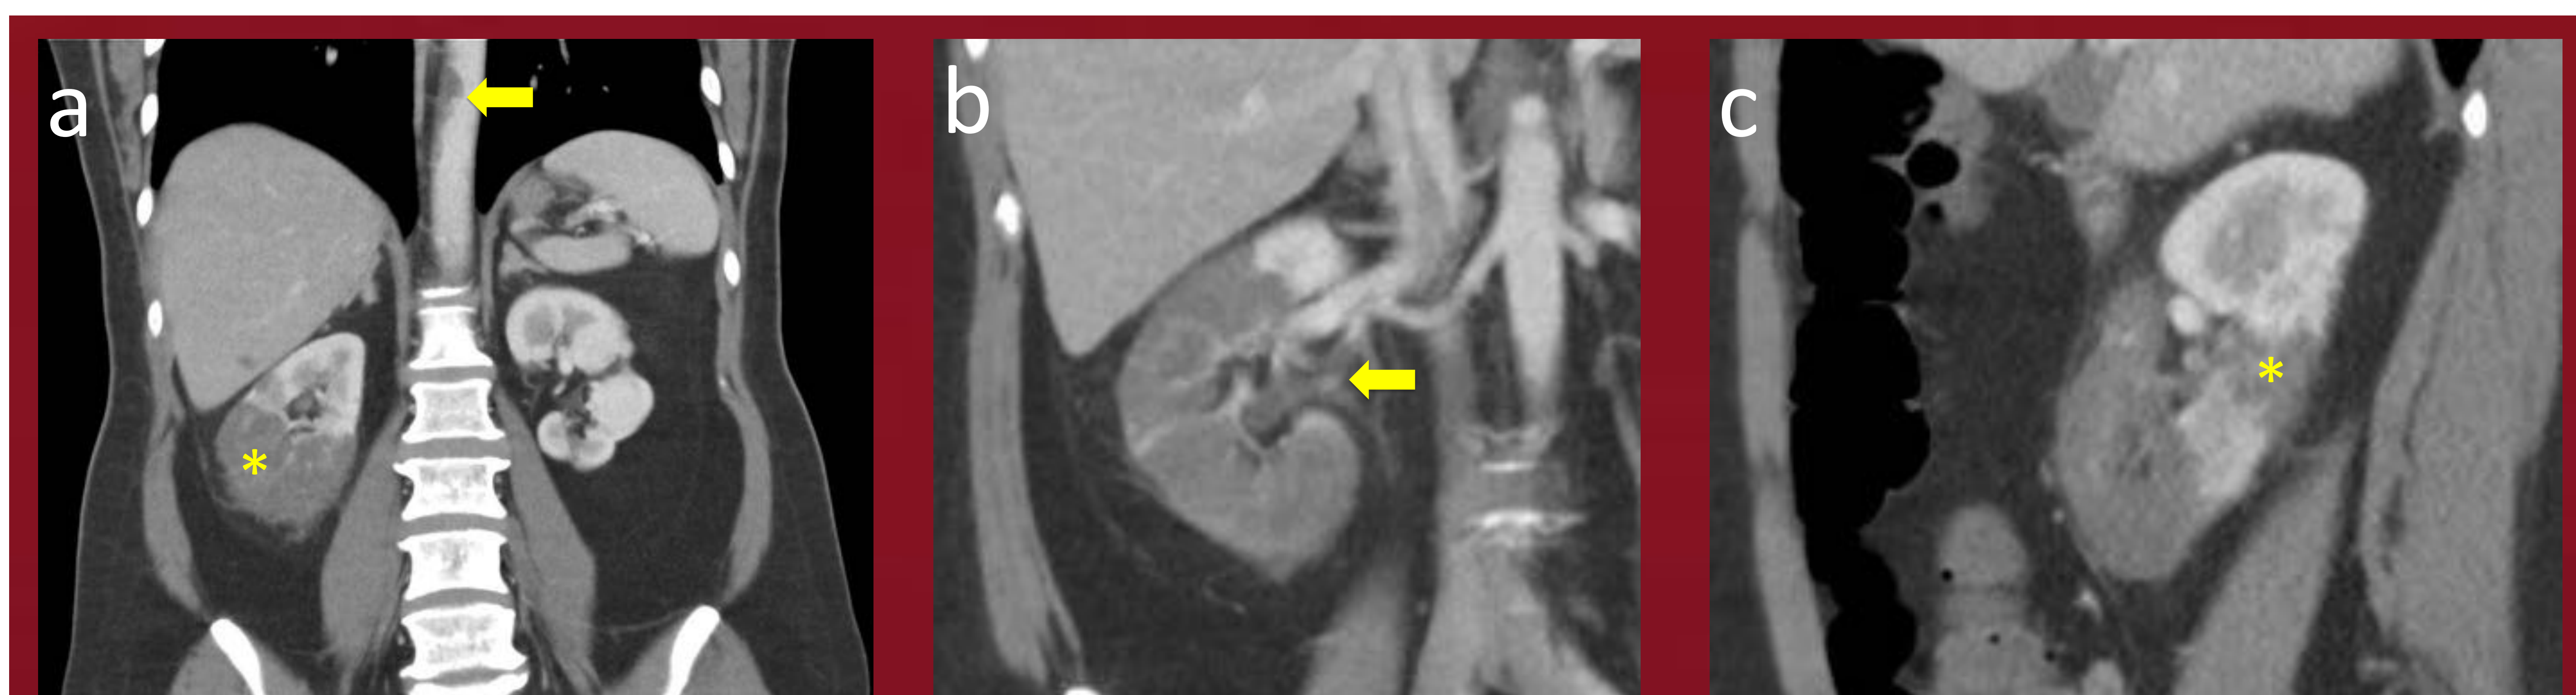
Mujer de 48 años con infarto renal derecho; (a) TC abdominal con contraste intravenoso, imagen coronal. Se visualiza ausencia de nefrograma segmentario en los 2/3 inferiores del riñón derecho con límites muy precisos (asterisco amarillo). Se identifica además una ocupación parcial de la luz vascular de la aorta descendente por un trombo mural (flecha amarilla); (b) se identifica una ocupación de la luz de la arteria renal derecha a nivel del hilio (flecha amarilla); (c) imagen sagital con ausencia de nefrograma segmentario, con límites muy precisos, algunos con morfología en cuña de base cortical (asterisco amarillo). Referencias: Servicio de Radiodiagnóstico. Hospital Universitario de Guadalajara.
